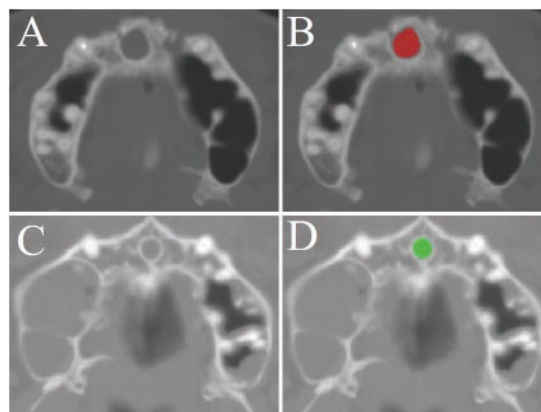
Regions of interest placement of nasopalatine duct cyst and normal nasopalatine duct on CT images
